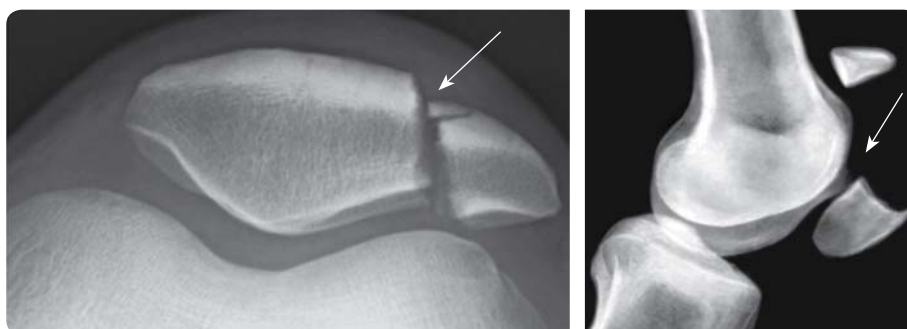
Рентгенологічна картина при переломах наколінка
